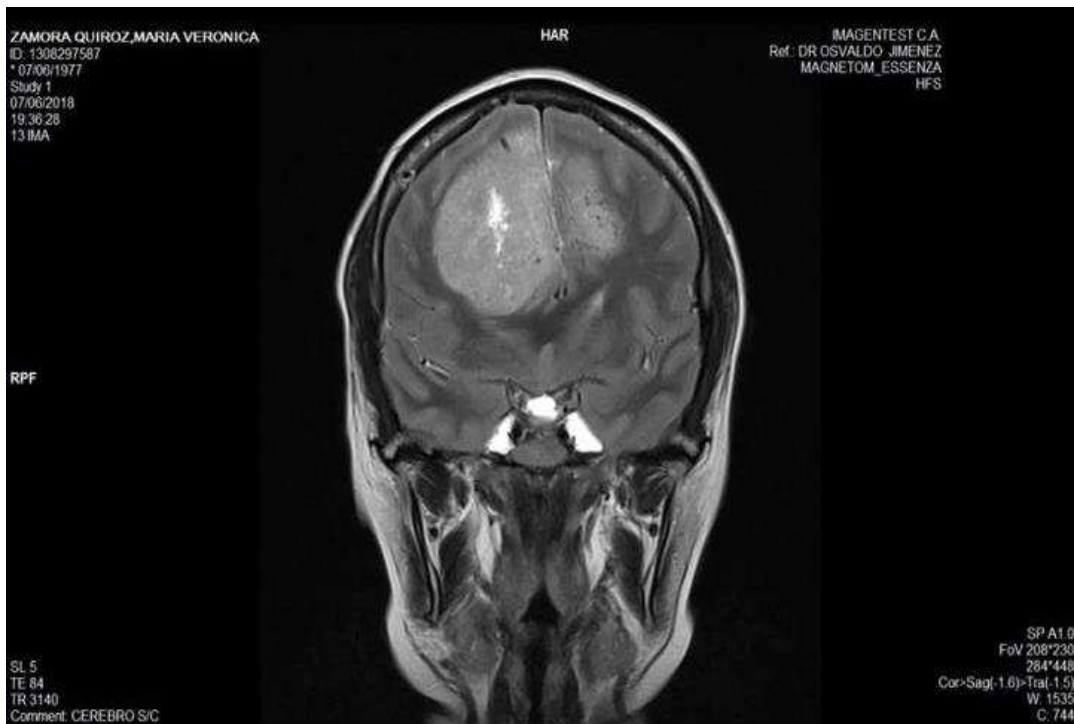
Imagen de resonancia magnética, tiempo de relajación t2 corte coronal en el cual se visualiza gran lesión que se desplaza hacia los dos hemisferios situados en los lóbulos frontal y parietal. Tiene una densidad hipertensa en comparación con el parénquima cerebral dentro de dicha masa se observan pequeñas lesiones hipertensas de tipo vasculares.
